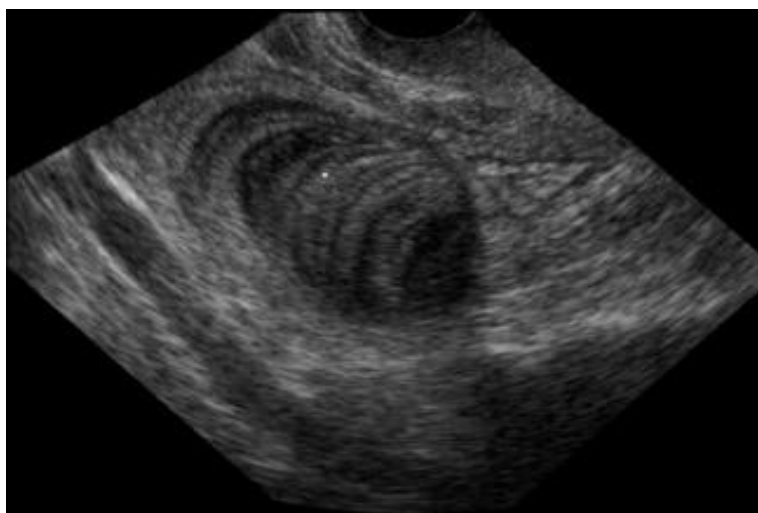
Mucocel apendicular con el signo de piel de cebolla en ecografía.³⁵
